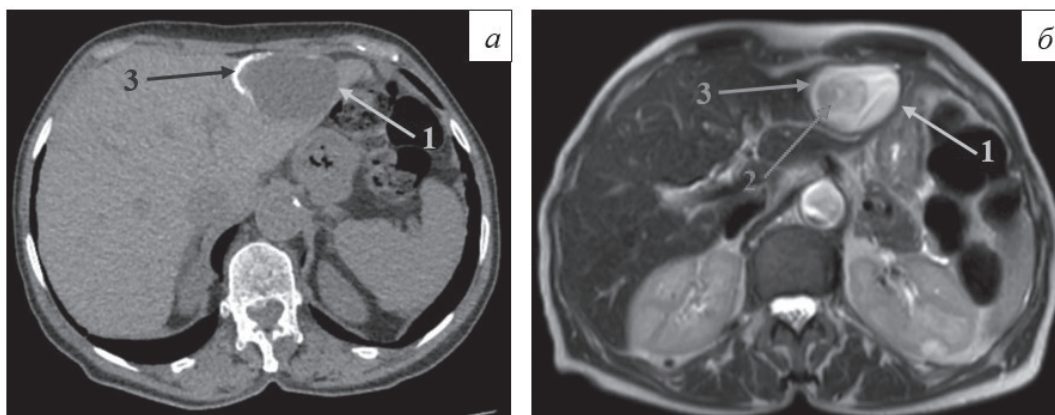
Эхинококковая киста печени: а – компьютерная томограмма; б – магнитно-резонансная томограмма. Стрелками обозначены: 1 – двухконтурная стенка эхинококковой кисты, 2 – дочерняя киста в просвете основного образования, 3 – место отхождения дочерней кисты от основного образования
